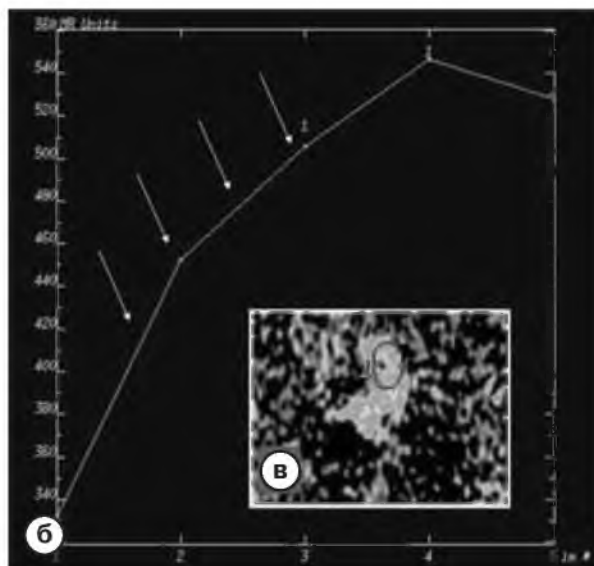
Аксиальная T1-взвешенная томограмма (а) с подавлением сигнала от жировой ткани после внутривенного введения контрастного препарата (Gd-DTPA, 0,2 мл/кг массы тела). Определяется умеренное контрастирование ткани в ложе удаленной простаты (1). По данным динамического анализа (б) происходит быстрое накопление контрастного препарата со скорым наступлением фазы вымывания. Карта скорости нарастания контрастирования (в) демонстрирует участок продолженного роста опухоли
